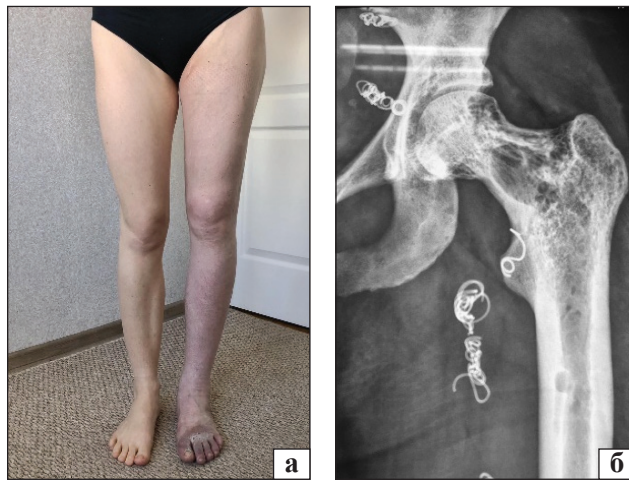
Пацієнтка С., 31 рік. Діагноз: УСМ лівої нижньої кінцівки, артеріовенозна мікрофістульозна форма: а) зовнішній вигляд; б) рентгенографія лівого кульшового суглоба в прямій проекції, патологічний осередок лізису шийки стегнової кістки, *coxa vara*
